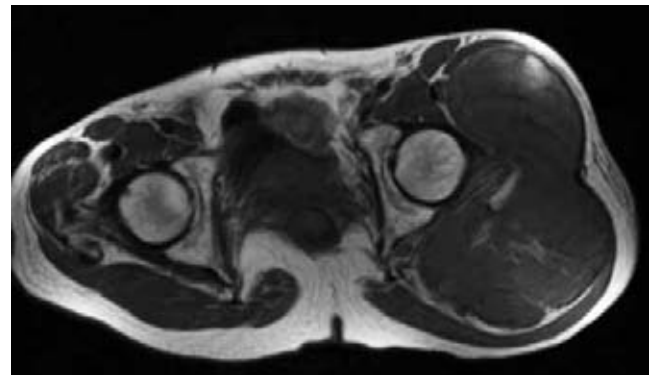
RM de pelvis. Secuencia T1. Axial: Muestra gran tumoración lobulada localizada por debajo del músculo glúteo mayor izquierdo de bordes regulares, bien definidos, no infiltrativo, de comportamiento heterogéneo predominantemente hipointenso. Los grupos musculares adyacentes son de intensidad adecuada. Los planos grasos están respetados.
